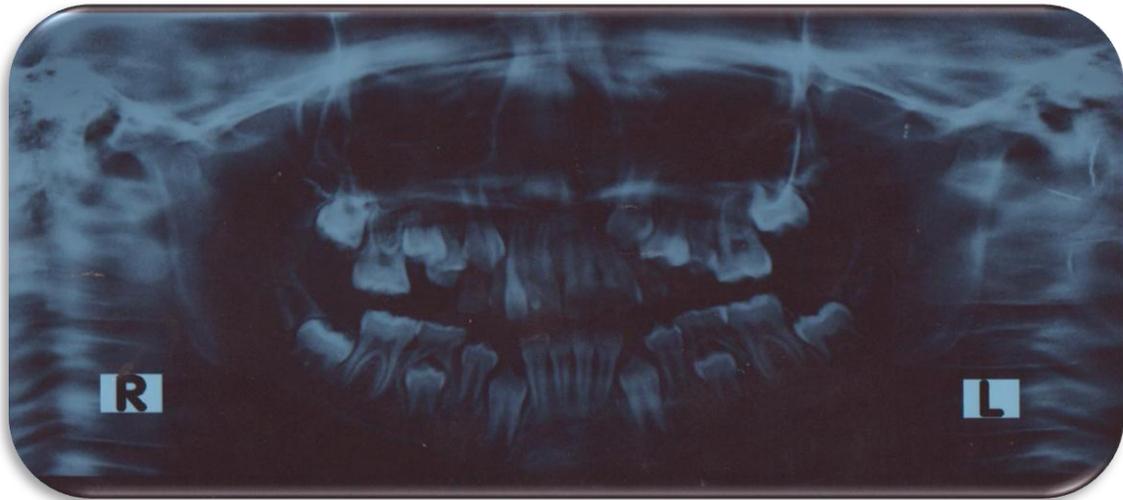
Radiografía Panorámica. Fuente: Jason Nuno. Elaborador: Panodex
